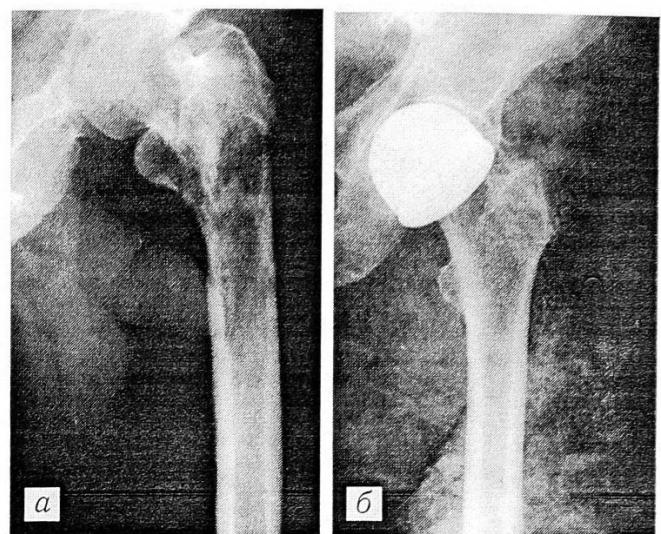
Рентгенограммы больного У.: а — до операции; б — после тотального удаления бедренной кости и замещения дефекта консервированным аллотрансплантатом (трансплантат не соответствует по размеру удаленной бедренной кости, на головку бедра надет металлический колпачок).
